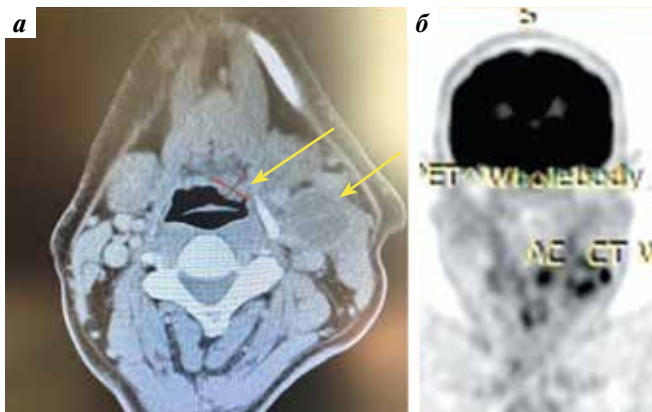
Результаты инструментальной диагностики пациента Ч., 65 лет, с раком ротоглотки cT1N2bM0: а – компьютерная томография (КТ) области головы и шеи с контрастированием (стрелками указаны опухолевое образование размером до 1,5 см в области левой половины корня языка, накапливающее контрастное вещество, и измененный лимфатический узел с кистозной трансформацией с накоплением контрастного вещества по капсуле метастаза на IIb уровне шеи слева); б – позитронная эмиссионная томография, совмещенная с КТ. Определяется накопление радиофармпрепарата в областях корня языка (стандартизированный уровень захвата (SUV) = 7,1) и лимфатических узлов шеи слева (SUV = 4,5)
